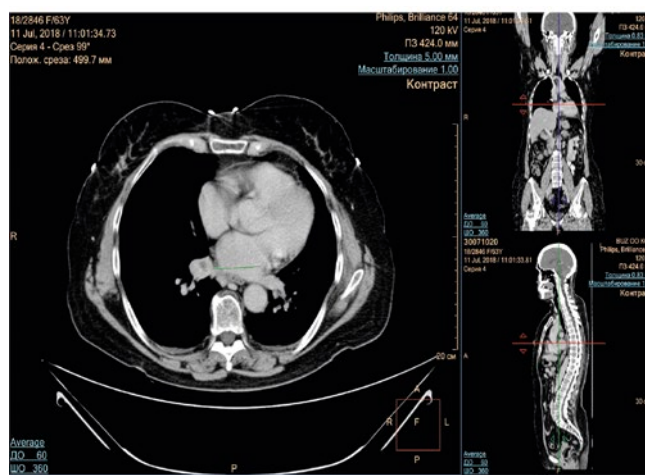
Пациентка 3., 1955 г.р. МСКТ ОГК (июнь 2018 года): целевой очаг (TL2 – правый бронхопульмональный лимфоузел, 22 × 17 мм).
